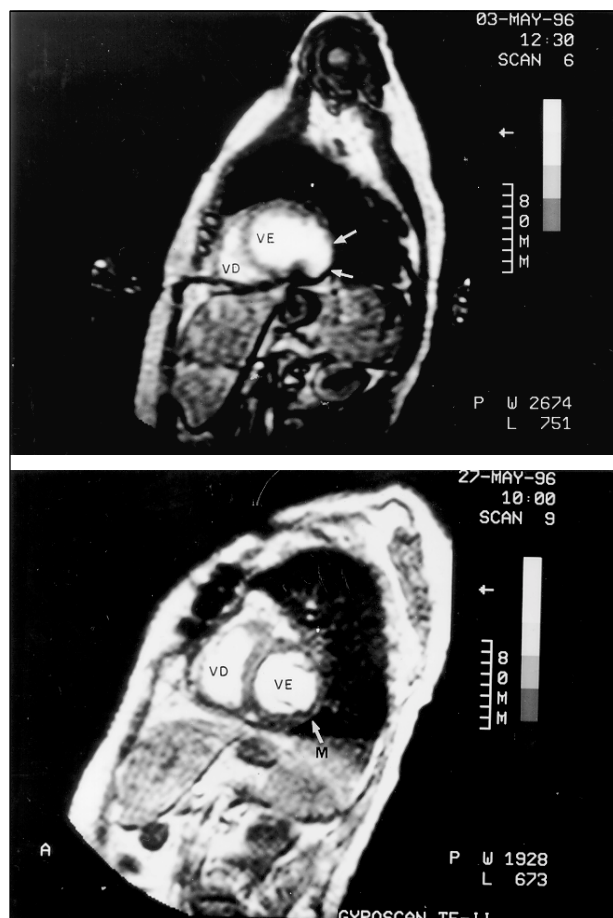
Ressonância nuclear magnética evidenciando as cavidades ventriculares direita (VD) e esquerda (VE). A) pseudoaneurisma de VE (setas) havendo nítida descontinuidade da parede miocárdica; B) parede miocárdica (M) íntegra após reconstrução cirúrgica.
